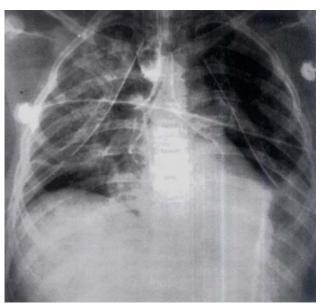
Radiografía de tórax. Broncografía. Es evidente la fuga de material de contraste (región hiperdensa) a nivel de la tráquea, apenas proximal a la bifurcación del bronquio derecho.
